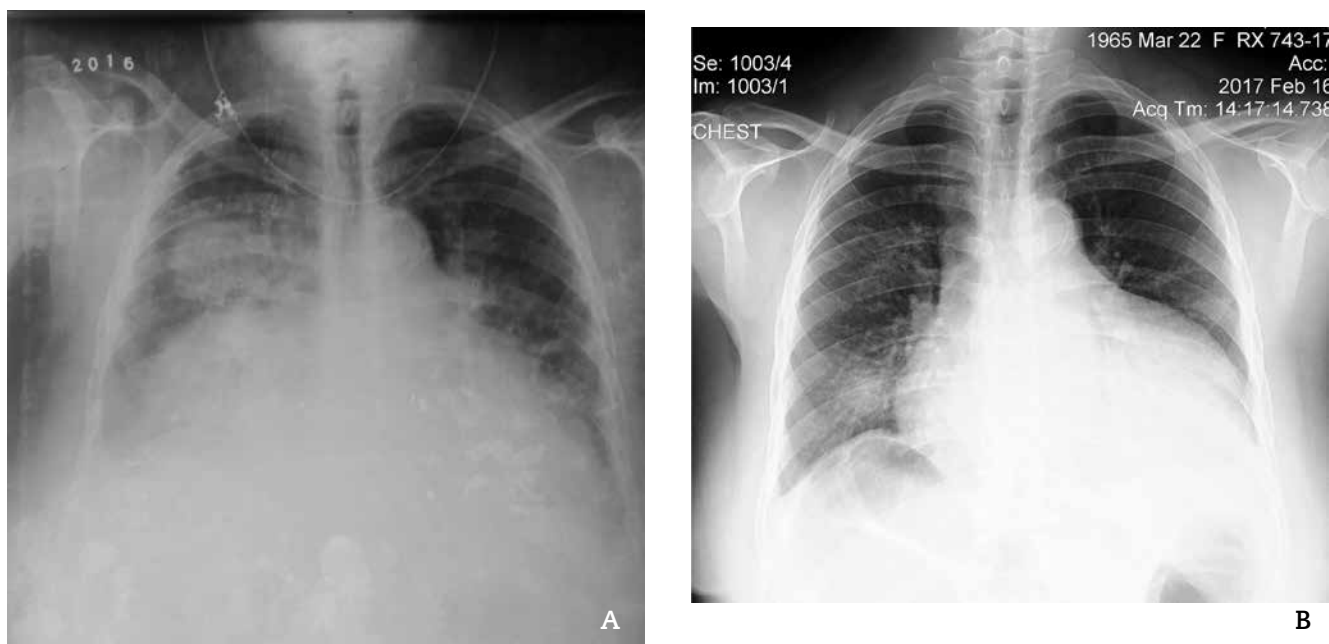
Radiografía de tórax vista postero-anterior. A: realizada al ingreso, se observa derrame pleural bilateral y signos de congestión pulmonar; B: realizada después de tratamiento diurético, se observa cardiomegalia.
